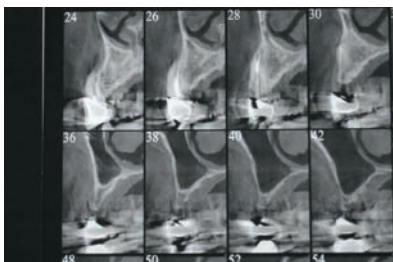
TC mostra a atrofia vertical e horizontal do rebordo.
